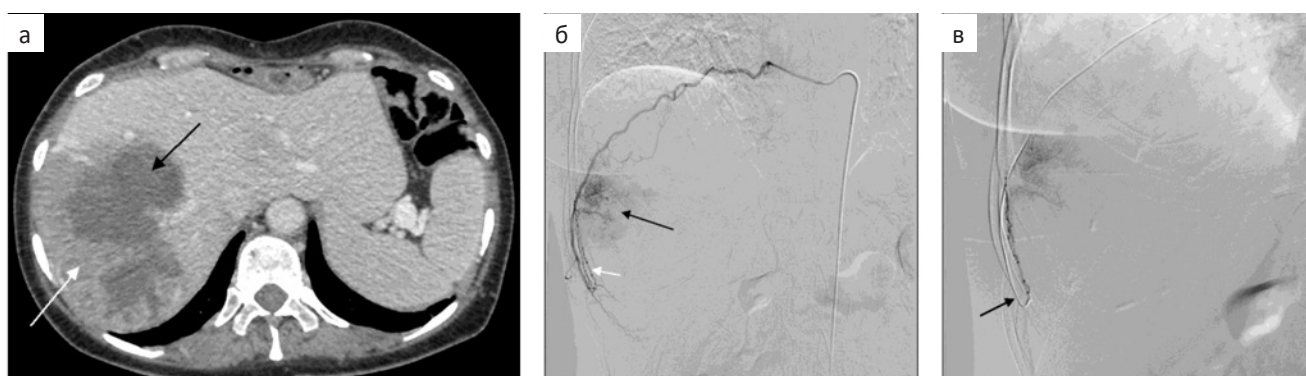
Пациентка с метастазом кардиоэзофагеального рака в правой доле печени. Состояние после ранее проведенных ТАХЭ ПА, радиочастотной и микроволновой абляции. а — В портальную фазу КТ, наряду с аваскулярной зоной коагуляции после абляций (черная стрелка), определяется остаточная опухоль (белая стрелка) вплотную прилегающая к боковой стенке живота; б — Ангиограмма 9-ой правой межреберной артерии выявила наличие опухолевой гипervasкуляризации (черная стрелка) из ветвей (белая стрелка) артерии; в — Перед химиоэмболизацией микрокатетер заведен непосредственно в ветвь, кровоснабжающую опухоль
